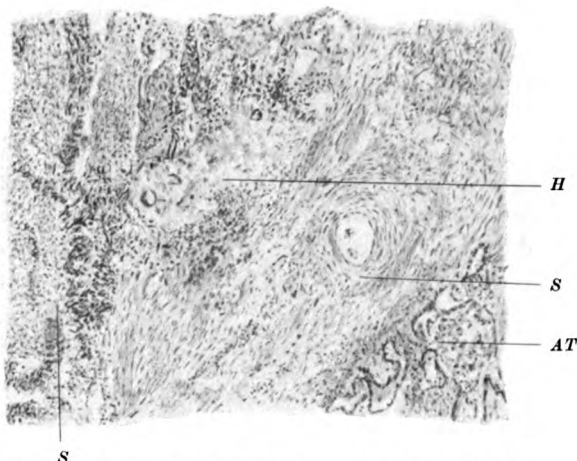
Von Fall IV. Starke Cirrhose mit ganz spärlichen produktiven Veränderungen. Im Röntgenbild ganz verwaschene Schatten. *H* = Tuberkulöser, prod. Herd, sehr klein, in massivem Narbengewebe aus epitheloiden Zellen und Riesenzellen. *S* = Schwiele. Rein bindegewebige Stelle, und solche mit lymphocytärer Infiltration. *AT* = Atelektatische Alveolen. Kubisches Epithel, stark zusammengepreßte Lungenteile.
